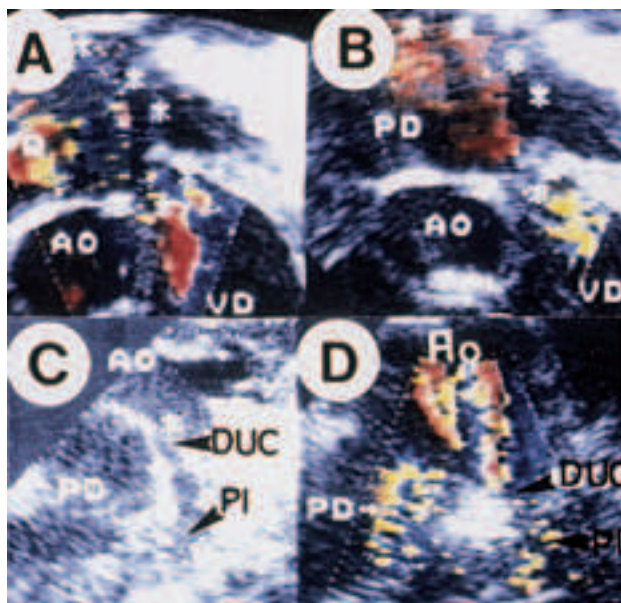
La composición ecográfica Doppler color demuestra la turbulencia sistólica en pulmonar (A); el color rojo en el mismo vaso en diástole refleja la incompetencia sigmoidea. En C y D se observa la morfología ductal y de la arteria pulmonar izquierda, con la correspondiente aceleración turbulenta en color a ese nivel.
